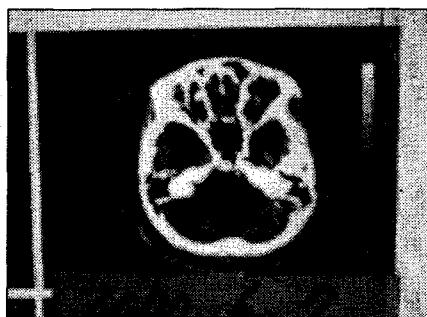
Brain CT on 7th June
